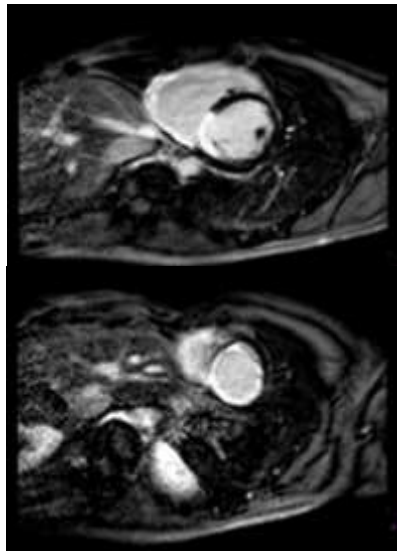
Resonancia magnética cardíaca en secuencias de realce tardío con administración de gadolinio que muestra hiperrealce transmural de todo el ápex cardíaco del ventrículo izquierdo e hiperrealce subendocárdico de septo de cortes basales. De nueva aparición hiperrealce de pared libre de ventrículo derecho de base a ápex.
